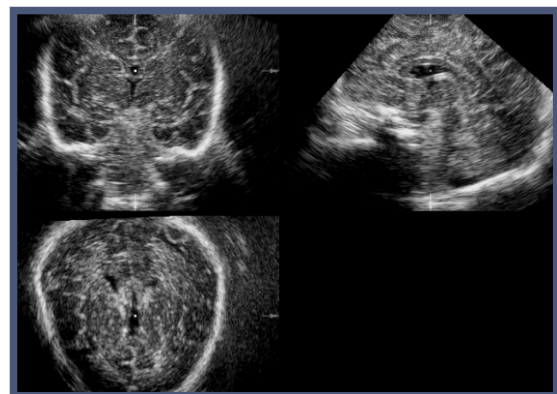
Unauffälliges Schädelsonogramm bei einem 2 Monate alten männlichen Säugling, Zwilling Frühgeburt der 29. SSW. Darstellung der 3 Standardebenen (koronar, sagittal, axial). Im Zentrum jeder Ebene befindet sich ein Positionsmarker.
